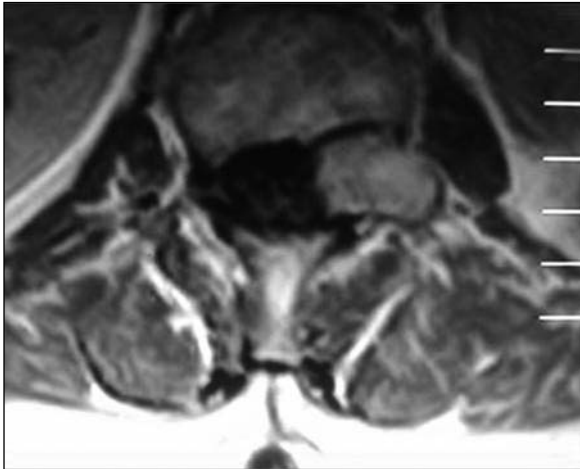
Resonancia magnética. Corte axial en T1 de la segunda raíz lumbar.
